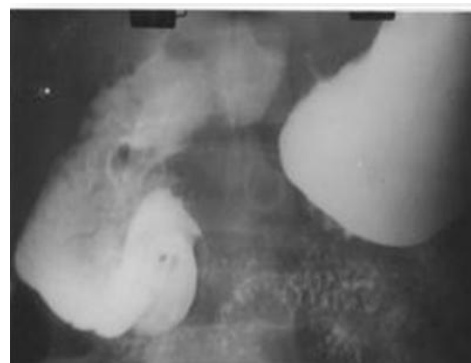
Radiografie cu masă baritată a duodenului. Duodenostază
